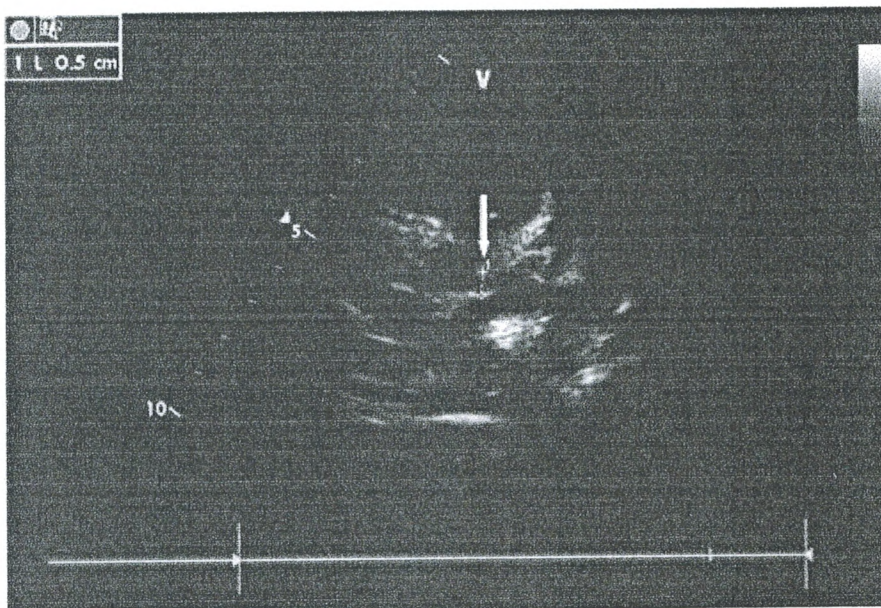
Echocardiographie 2D montrant deux anévrismes de la coronaire gauche dont l'un est de 4mm (étoile rouge) et l'autre est géant mesurant 9mm (flèche) sur une échographie, et 8mm (étoile blanche) sur une deuxième échographie
